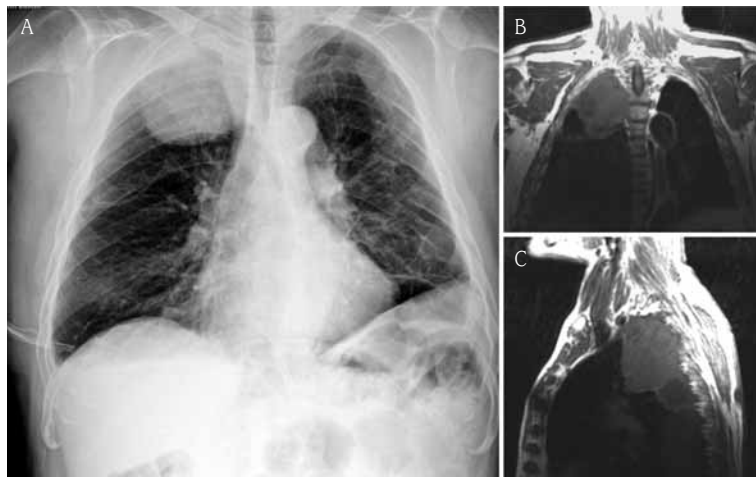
Carcinoma adenoescamoso en un paciente de 65 años con dolor en el hombro derecho. A) La radiografía de tórax muestra una masa situada en el lóbulo superior derecho. La resonancia magnética, corte coronal (B) y corte sagital (C) demuestran extensión extrapulmonar del tumor hacia los tejidos blandos de la fosa supraclavicular y de la pared costal.
